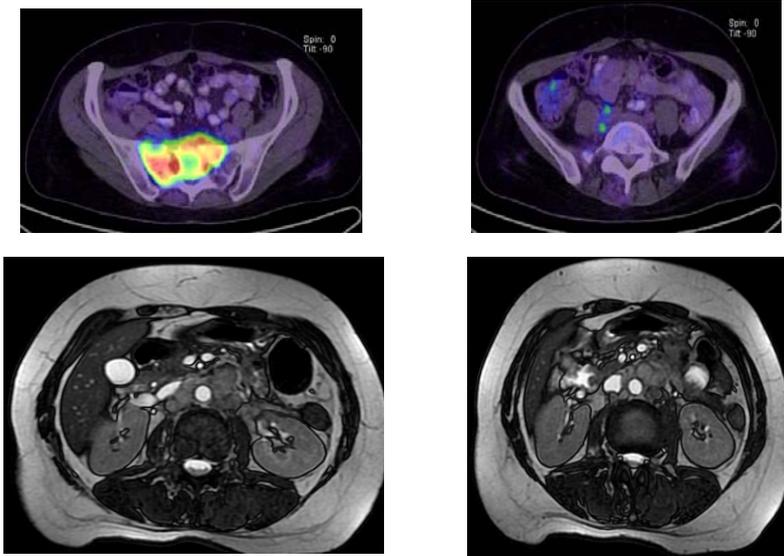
PET - CT - axial sections stressing the pre-sacral tumoral mass (the tumoral relapse) and common right iliac tumoral adenopathys.
